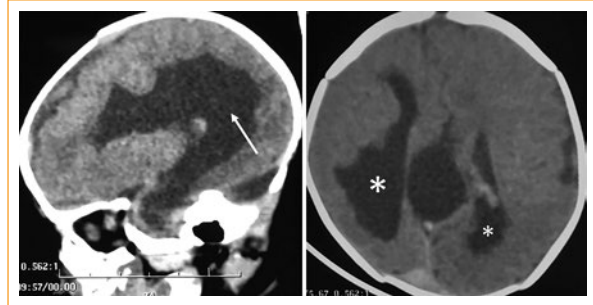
Imágenes de tomografía que muestran agenesia total de cuerpo caloso (flecha) y heterotopia cortical (asteriscos).
